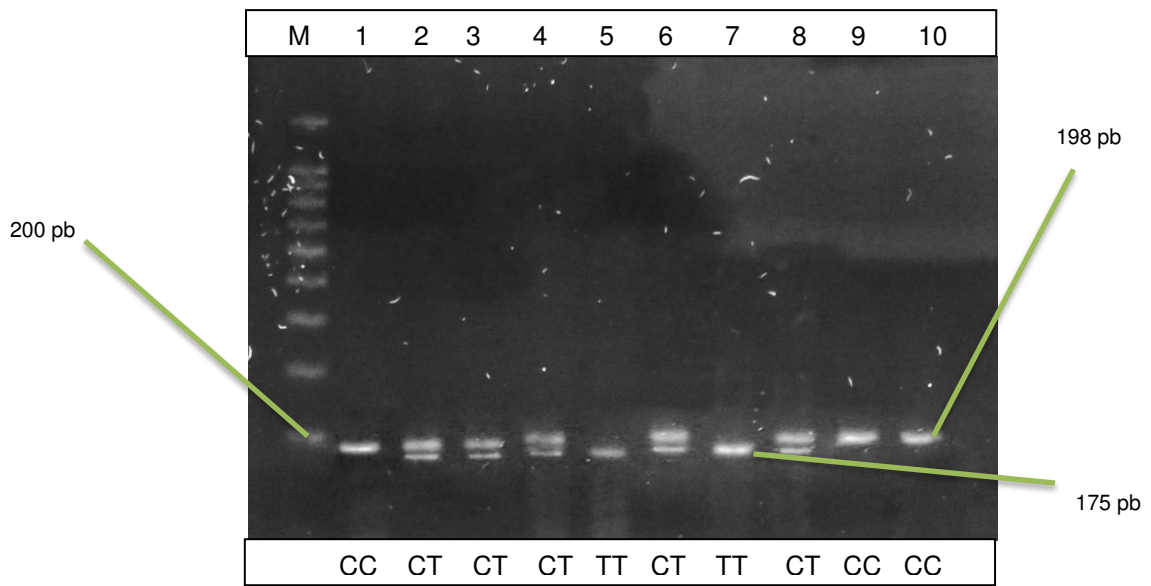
Producto de la digestión del amplificado para el marcador del gen *MTHFR* con la enzima *HinfI* visualizado en gel de agarosa al 2.5% mostrando el patrón de bandas para los genotipos CC, CT y TT (una banda superior de 198 pb, dos bandas de 198 y 175 pb y una única banda inferior de 175 pb, respectivamente), además del marcador de tamaño molecular de 100 pb.
